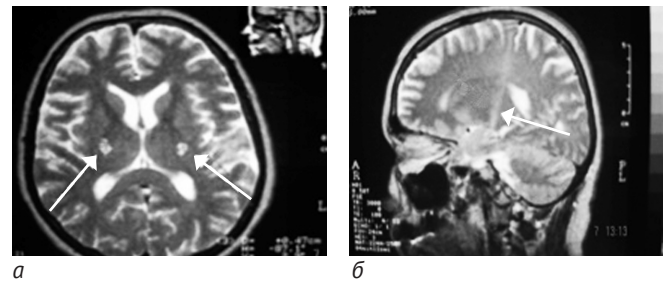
a* — аксиальный срез, в Т2 ВИ. МРТ головного мозга у пациентки 65 лет с классическим БАС с клиническими признаками поражения ВДН. Стрелками обозначены два гиперинтенсивных очага, расположенных симметрично, во внутренней капсуле, которые зарегистрированы через 2 года от появления первых признаков болезни; *б* — сагиттальный срез, в Т2 ВИ. Та же больная, что на рис. *a*. Стрелкой указан очаг гиперинтенсивного сигнала, распространяющийся от моторной зоны коры головного мозга вдоль кортико-спинального тракта до ствола головного мозга
